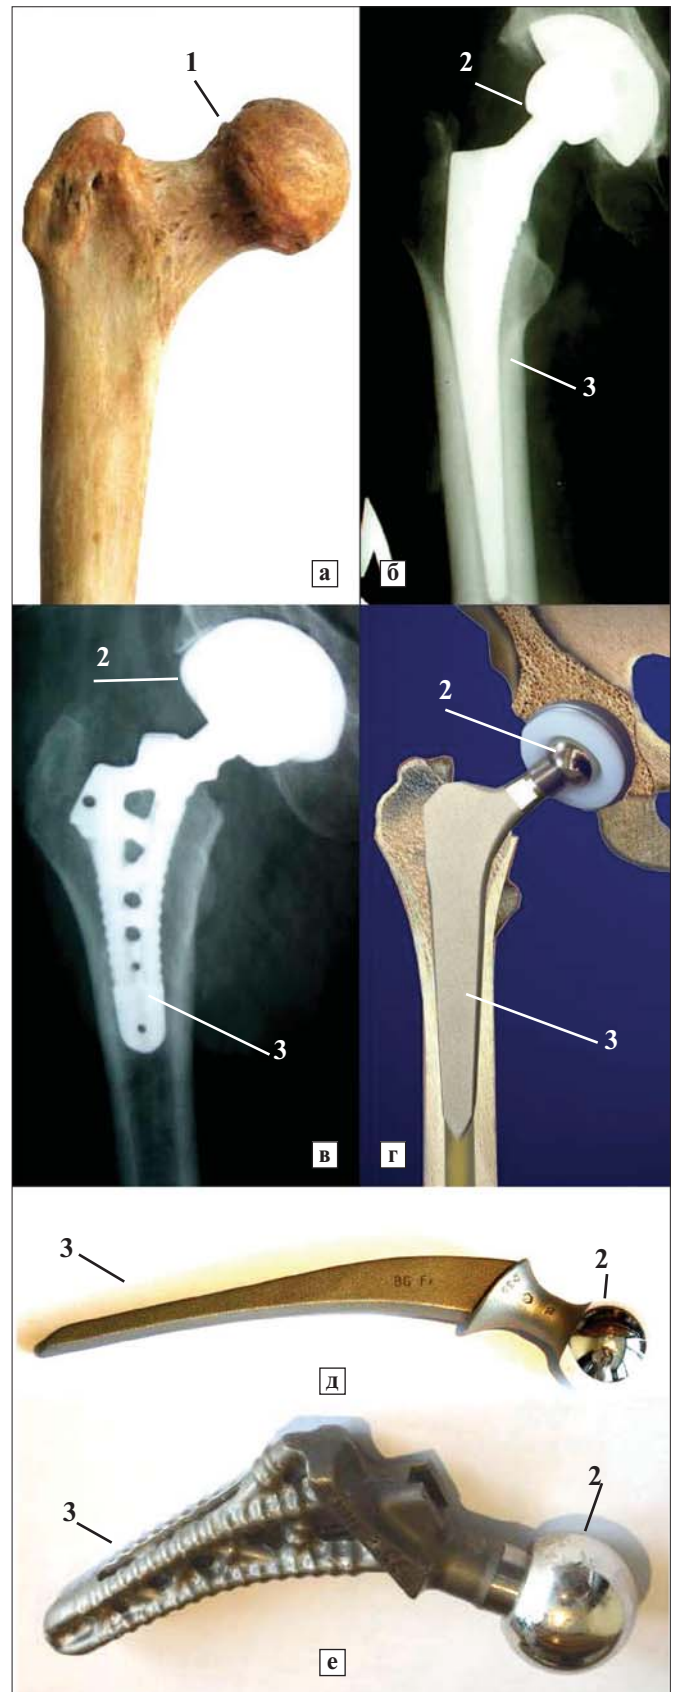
Проксимальна частина стегнової кістки (а), рентгенограми ендопротезів, після імплантації (б, в), система «стегнова кістка – ендопротез – тазова кістка» (г), стандартний (д) та трабекулярно-біонічний (е) ендопротези; 1 – головка стегнової кістки, 2 – головка ендопротезу, 3 – ніжка ендопротезу
